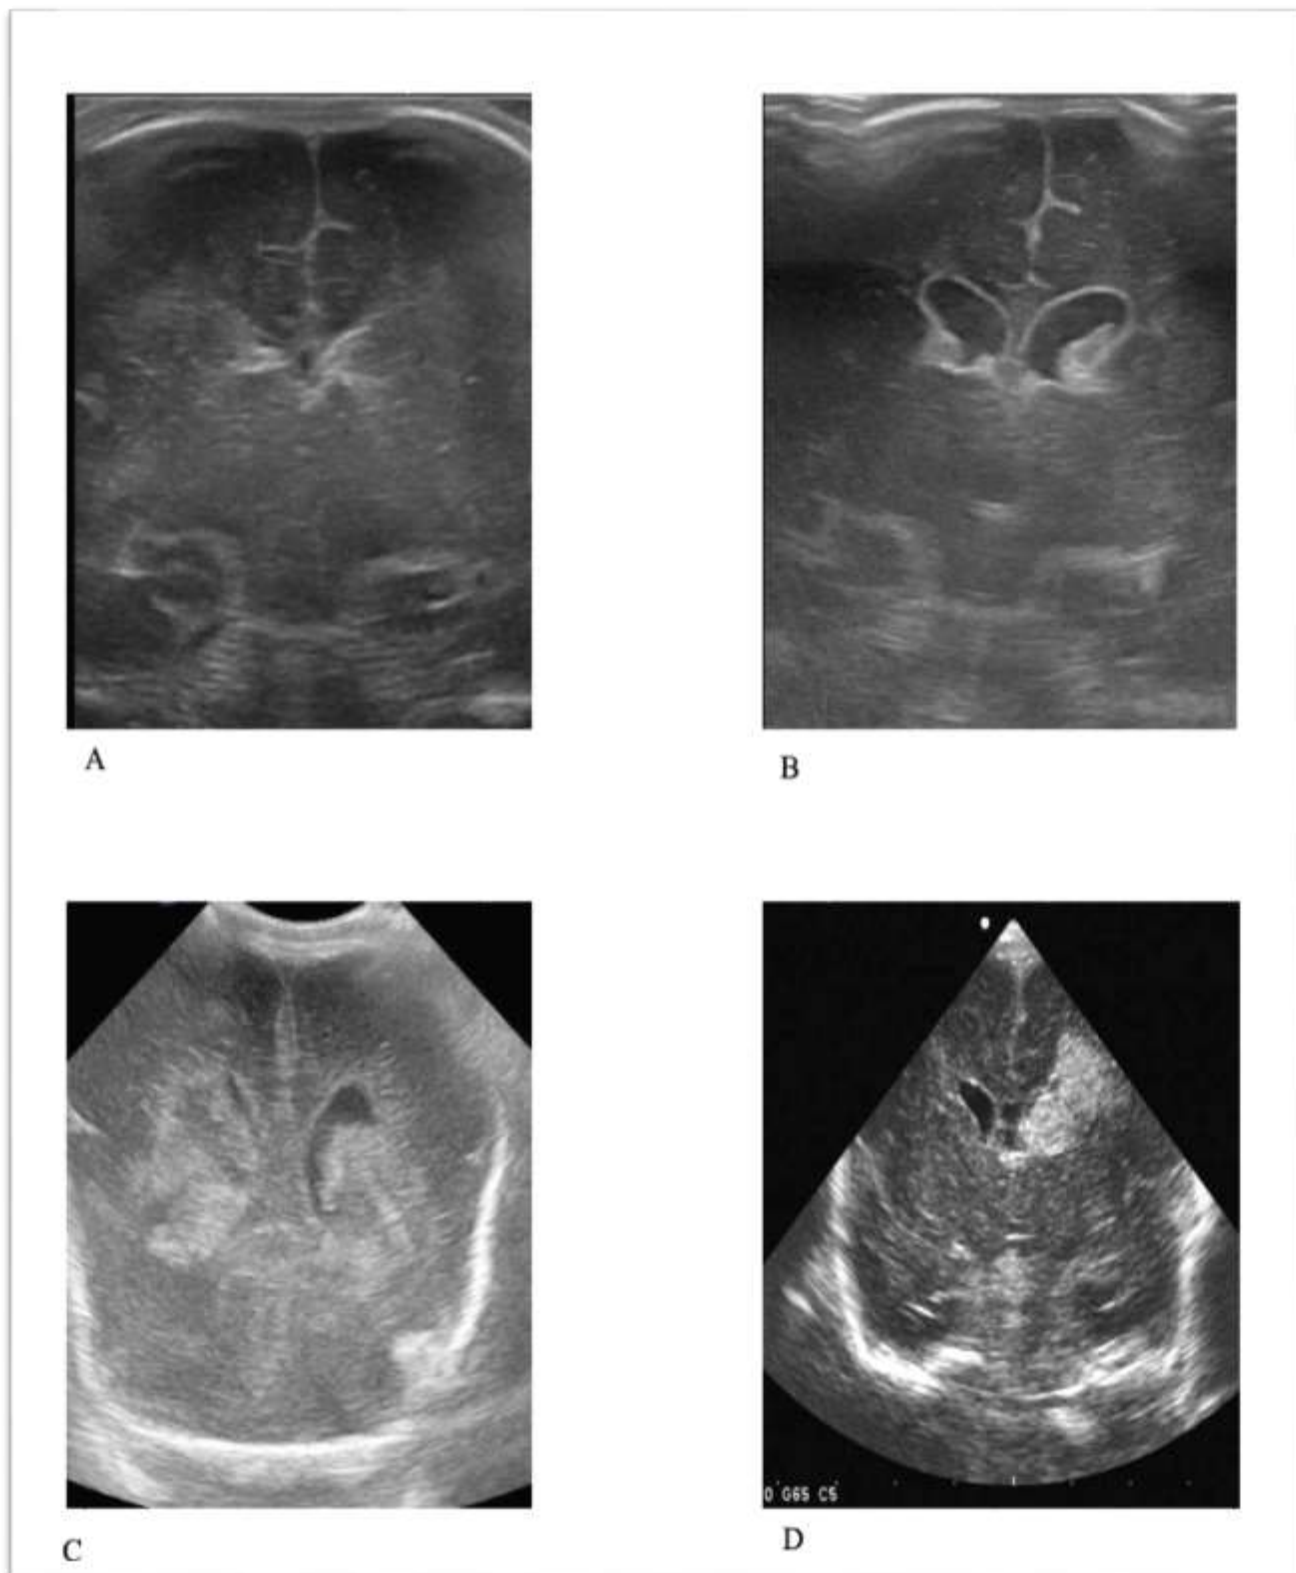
images échographiques des différents grades de l'HIV [199].
